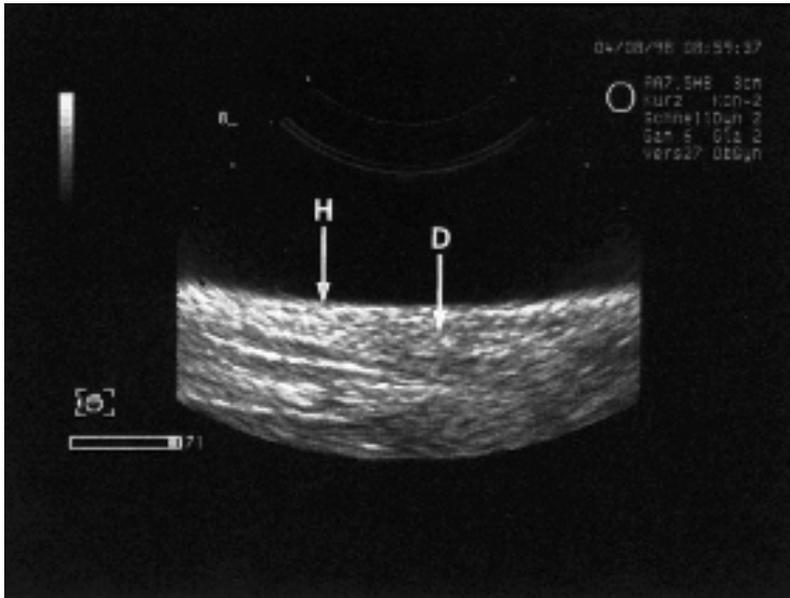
Sonographische Aufnahme des atrophischen Mammagewebes; Drüsengewebe und Haut aufgrund gleicher Echogenität kaum voneinander zu unterscheiden, H: Haut, D: Drüsengewebe
